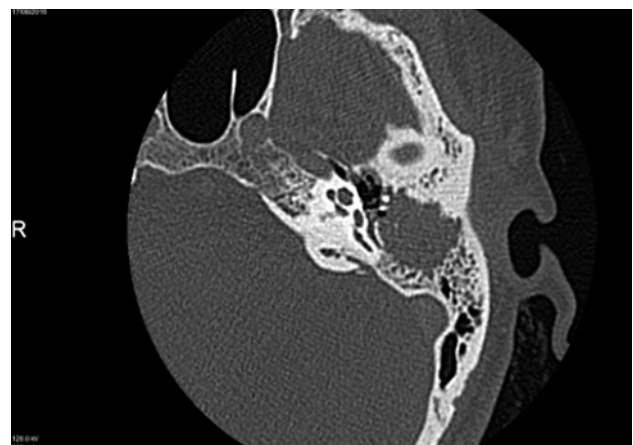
Corte axial TC de peñascos. Se observa una masa erosiva en oído medio (OM).
